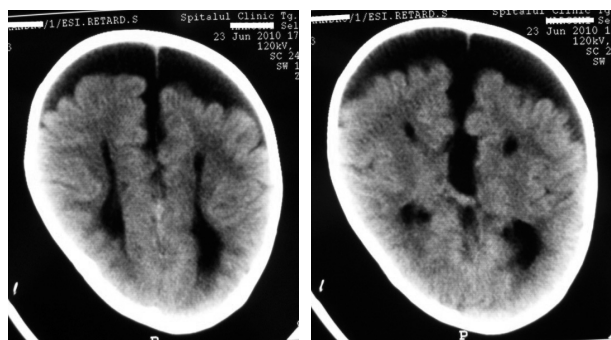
RMN la un pacient de sex masculin, în vârstă de 8 luni, diagnosticat cu sindrom West
